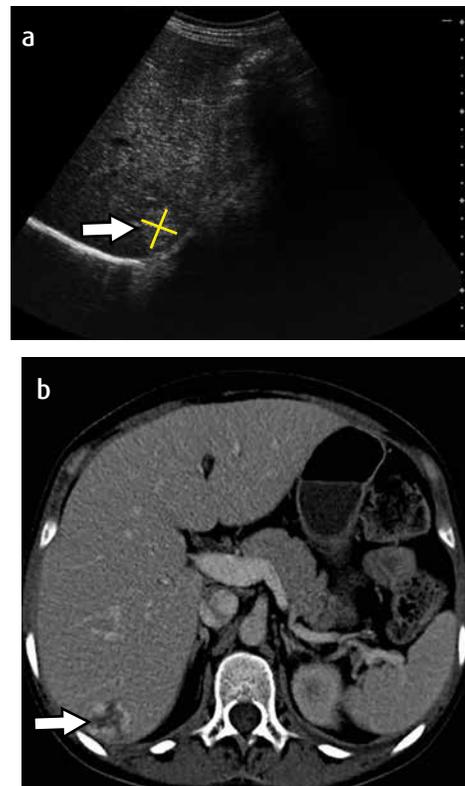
Error cometido durante la obtención de la imagen, categoría Examen inútil. a) Ecografía en la que se ve el nódulo hepático ecogénico y circunscrito que se informó como hemangioma (señalado con flecha). b) El médico tratante ordenó la TC de abdomen con medio de contraste, para confirmar el diagnóstico (flecha).
